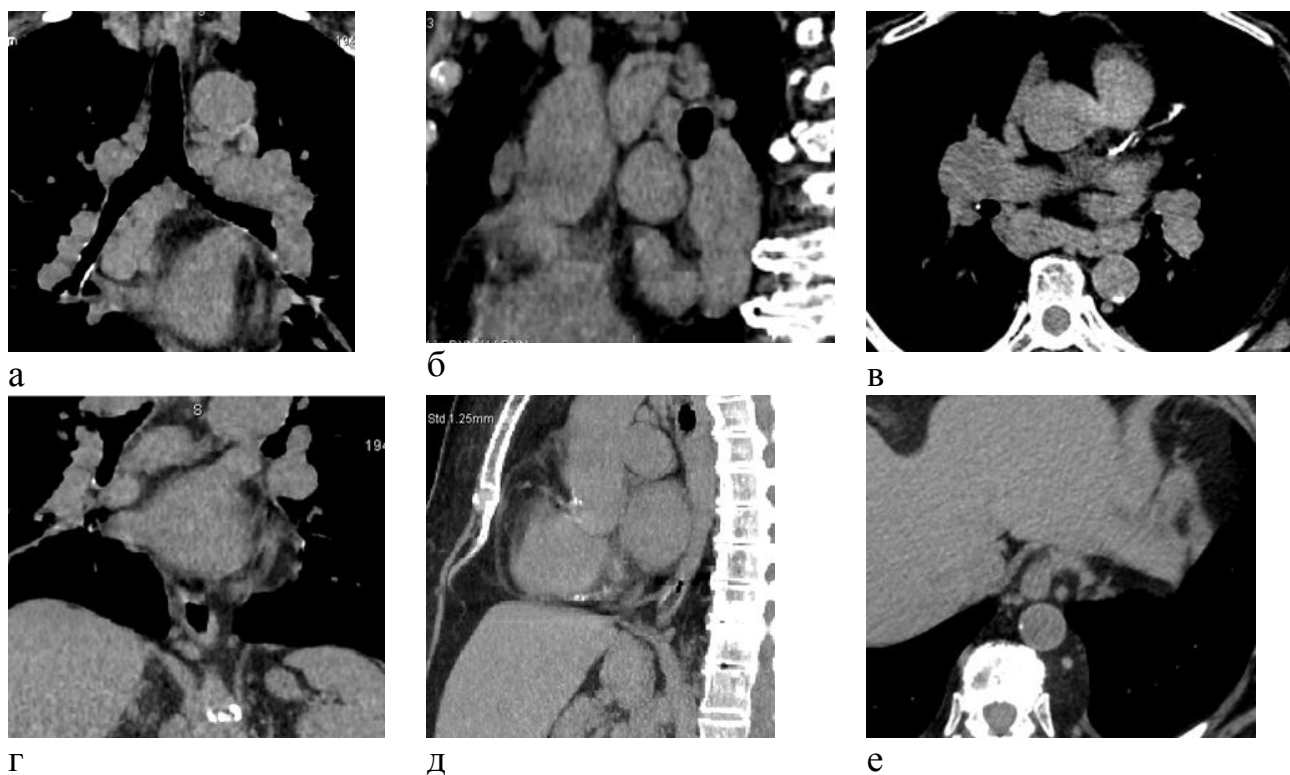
Пациентка К., 67 лет. Саркоидоз 1 ст. КТ органов грудной клетки. Пакет лимфоузлов бифуркационной группы (а-в), лимфатические узлы паразофагеальной группы (г-е)
